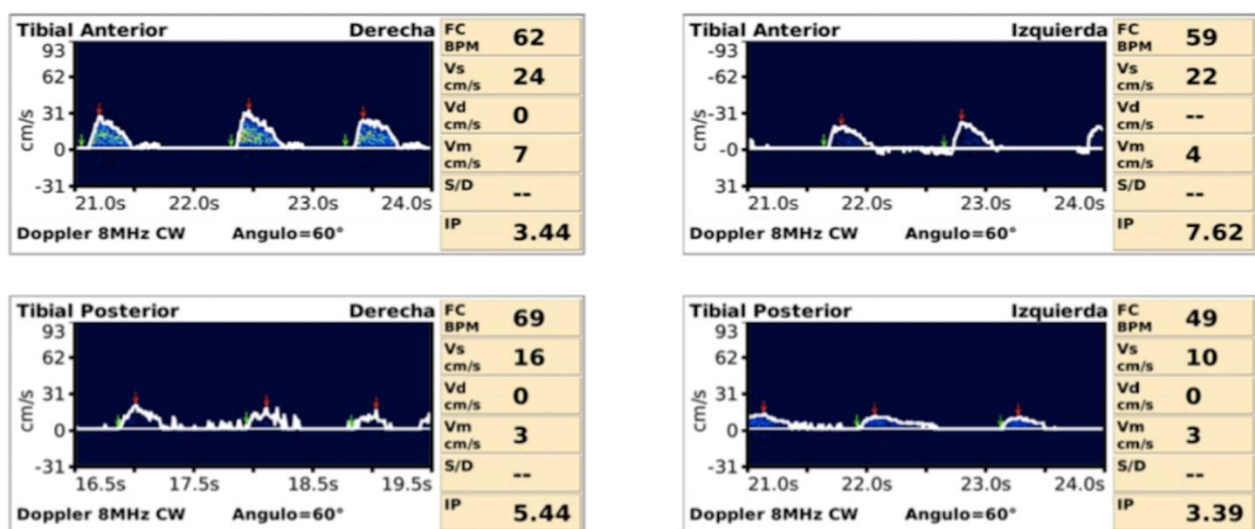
Estudio Doppler bidireccional diagnóstico previo a terapia compresiva.
